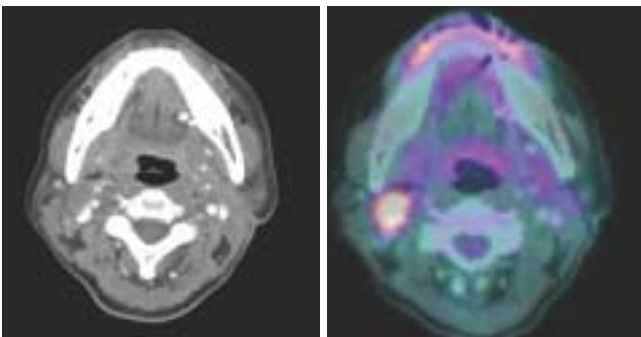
Postoperative NECK-CT(left) and PET-CT(right) showed contralateral cervical lymph node metastasis in Rt. level II at 6 months after surgical operation, Lt. side SOHND.
